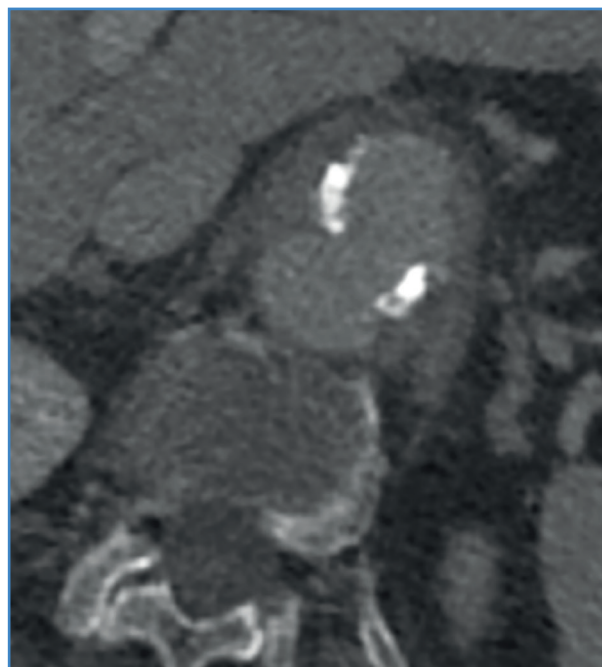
Angio-TAC torácico-abdominal prequirúrgico, corte transversal.
